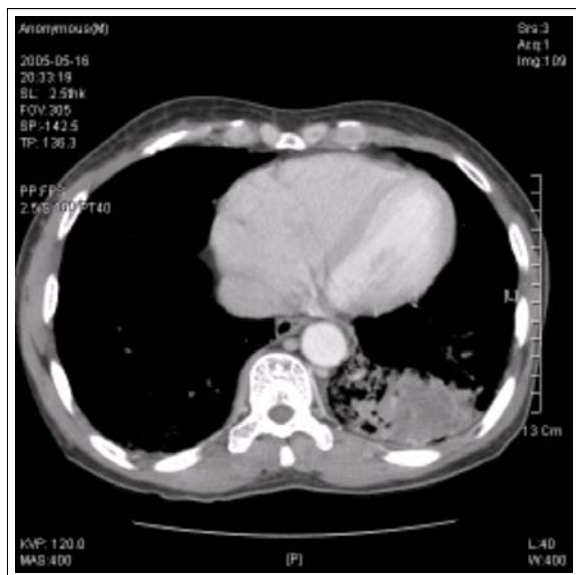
Computed tomography shows mass lesion in the lower lobe of left lung
